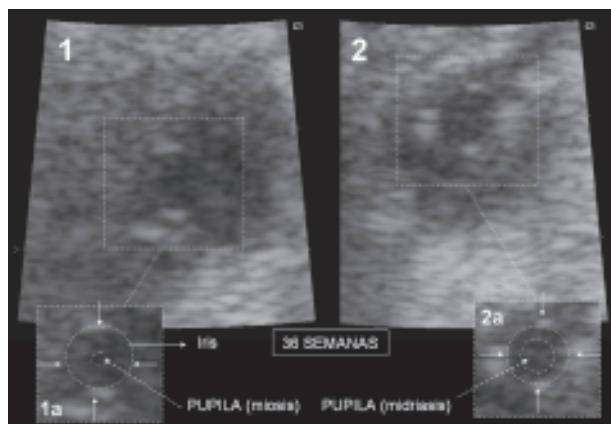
Respuesta de la pupila fetal al Doppler color: 36 semanas. (1) Miosis basal. En el detalle de la imagen (1a) se muestran la pupila y el iris. (2) Midriasis después del estímulo mediante Doppler color a nivel del polígono de Willis. El detalle de la imagen (2a) señala la pupila dilatada y el iris.
